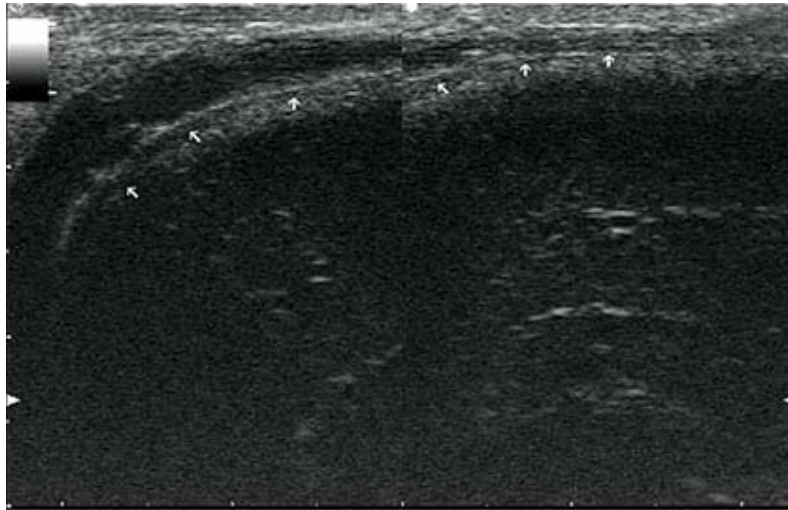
Vista lateral del ultrasonido peniano. Engrosamiento de aspecto inflamatorio de la pared de la vena dorsal superficial y trombosis en su interior (señalado con flechas).
